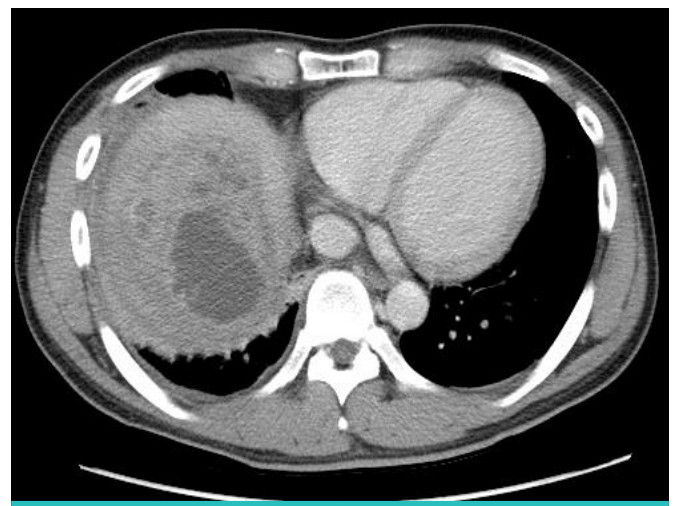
Chest computed tomography shows a huge heterogeneously enhanced mass with multiple septums measuring 5.9 cm x 4.9 cm x 3.5 cm at the right lobe of liver.
